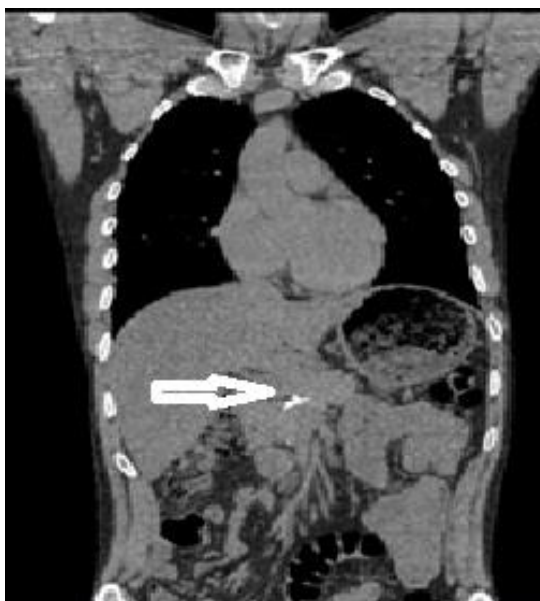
Пациент П. Компьютерная томограмма. Отсутствие рецидива отграниченного жидкостного скопления в правой плевральной полости, поддиафрагмальном пространстве, панкреатико-плеврального свища (стрелкой указа стент в главном панкреатическом протоке).
